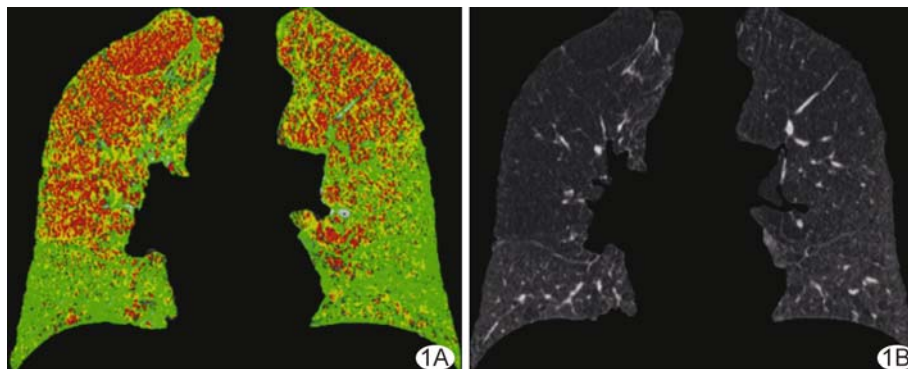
患者男, 58 岁, GOLD 3 级 COPD A. 经“数字肺”软件处理的 Emph 及 fSAD 效果图; B. CT 图像
